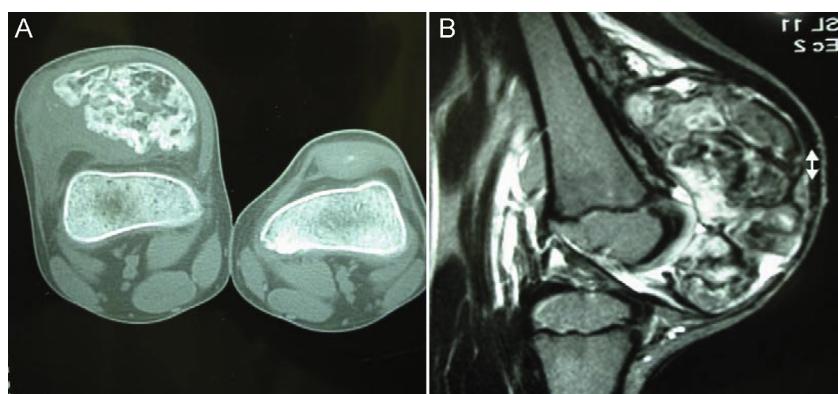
Aspecto pré-operatório de tomografia computadorizada em corte axial (A) e da ressonância magnética em corte sagital ponderado em T2 (B), do joelho direito com tumoração patelar volumosa imediatamente antes da cirurgia – displasia epifisária hemimélica.
